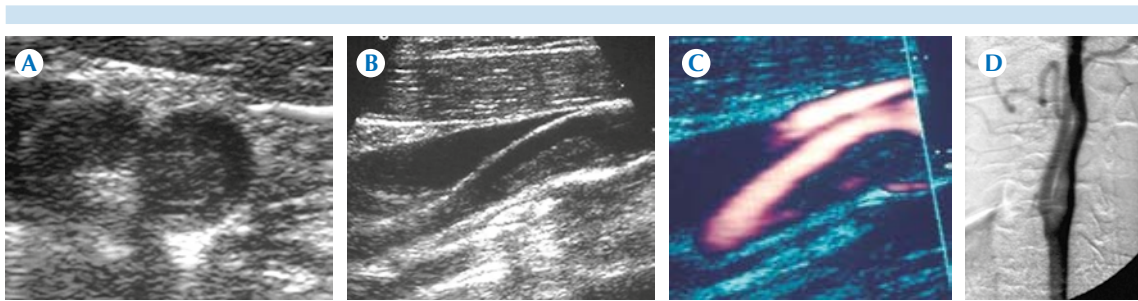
Paciente con trombo móvil en la bifurcación carotídea por ultrasonido en modo B; A) proyección axial y B) longitudinal identificándose como imagen isoecoica al músculo. C) En el ultrasonido a color se observa en rojo el flujo sanguíneo rodeando al colgajo. D) La angiografía muestra disminución en el calibre de la arteria carótida común y de la carótida interna secundaria al colgajo.
